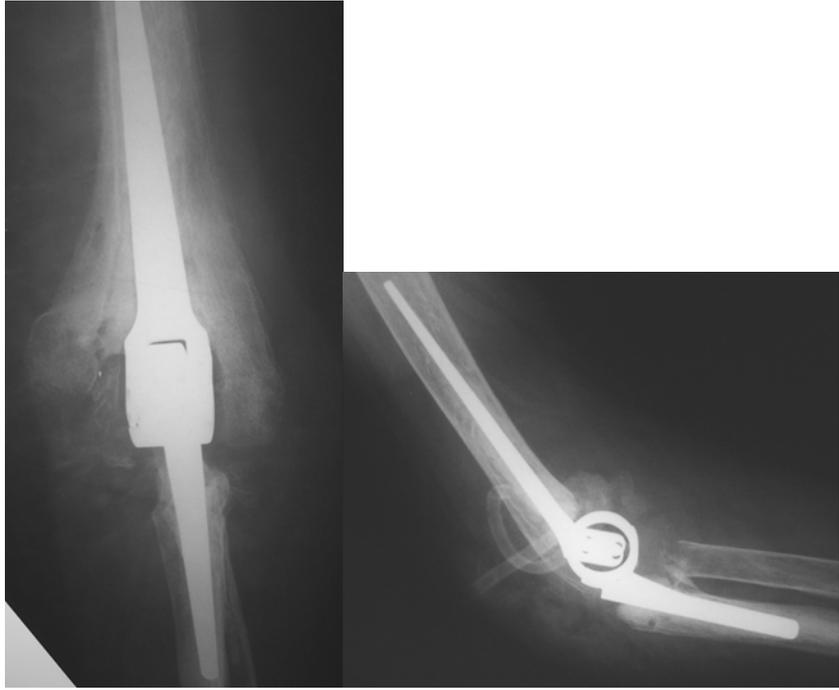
Рентгенограммы той же больной после установки эндопротеза «Арте».
